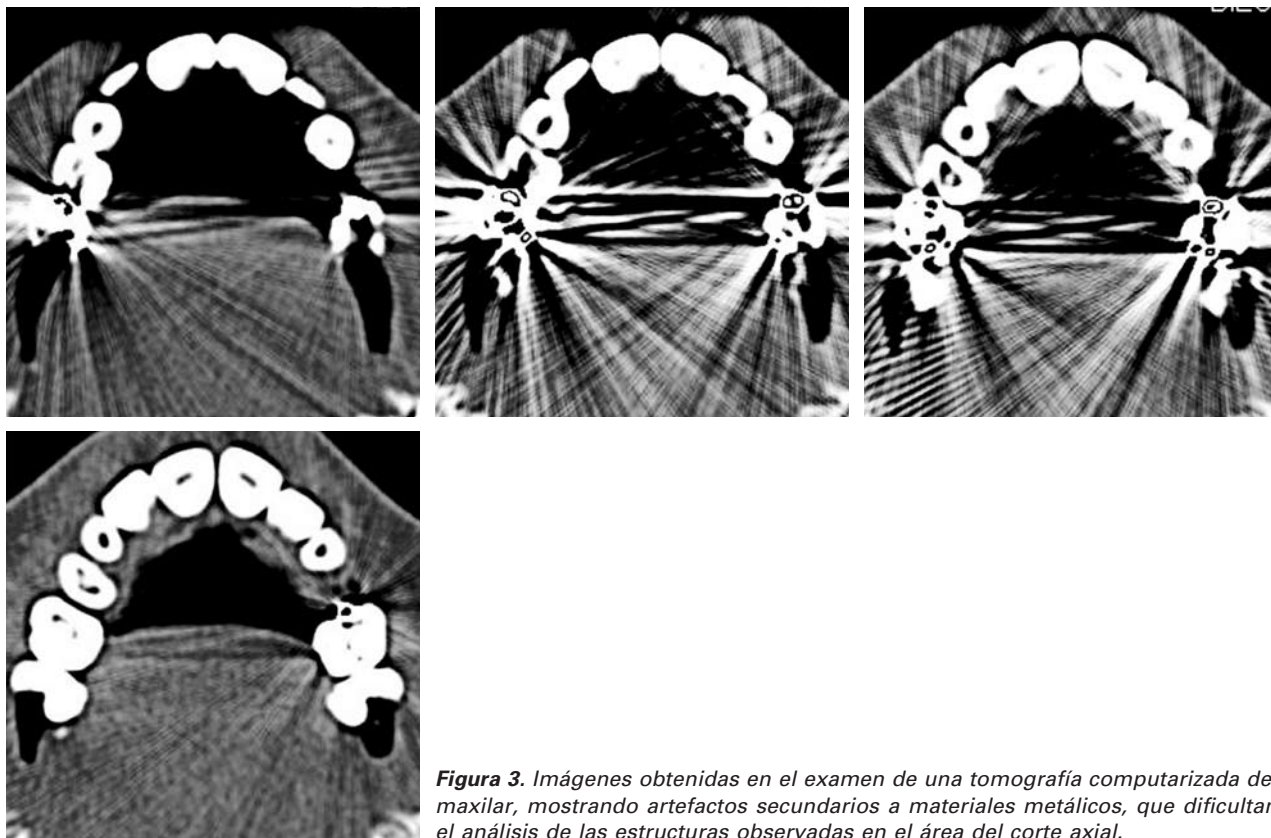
Imágenes obtenidas en el examen de una tomografía computarizada del maxilar, mostrando artefactos secundarios a materiales metálicos, que dificultan el análisis de las estructuras observadas en el área del corte axial.
